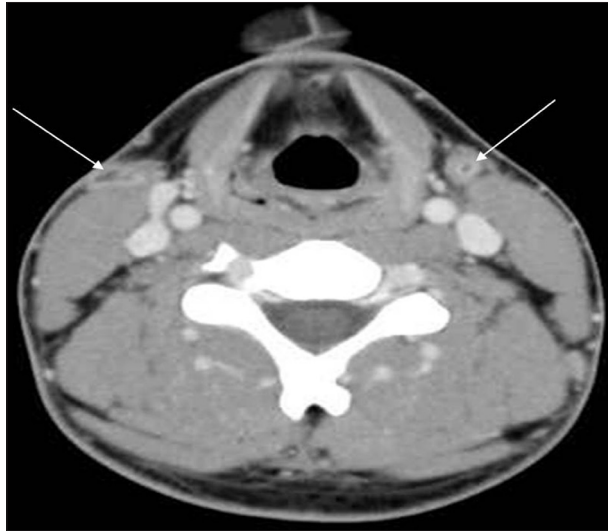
Axial Neck CT with contrast enhancement. Rt. cystic mass lesion(Rt. white arrow) ant Lt pipheral rim-enhanced mass lesion(Lt white arrow) are located at both anterior mandibular area.
